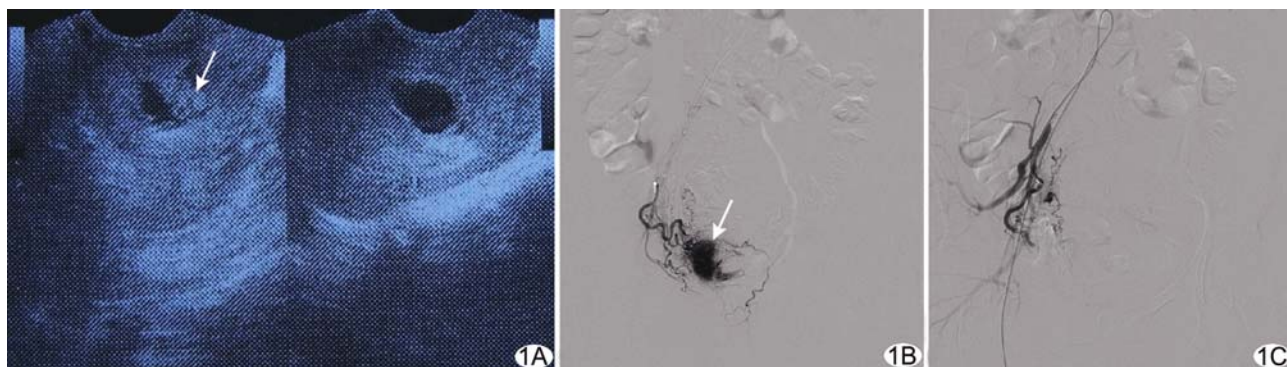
子宫切口妊娠 A. 盆腔超声示子宫峡部切口部位 26 mm $\times$ 11 mm 低回声区,呈双环征,向外突出,内见 8 mm $\times$ 4 mm 的胚芽及原始心管搏动(箭);B. 右侧子宫动脉 DSA 显示子宫颈部位区域团片状对比剂浓聚(箭);C. 右侧子宫动脉栓塞术后 DSA 显示右侧子宫动脉仅残留主干,宫颈部位对比剂浓聚现象消失
